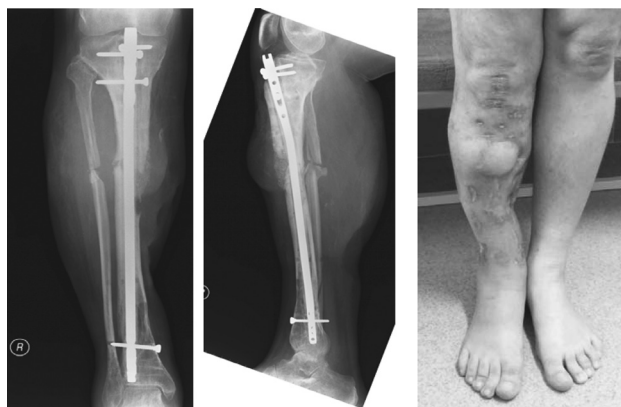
Рентгенограммы и внешний вид конечности через 4 месяца после остеосинтеза стержнем с блокированием и антибактериальным покрытием
